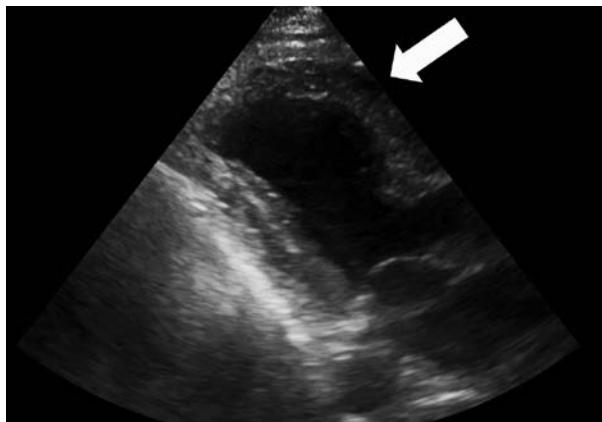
経胸壁心臓超音波検査：前壁中隔から心尖部にかけて壁運動低下あり。
